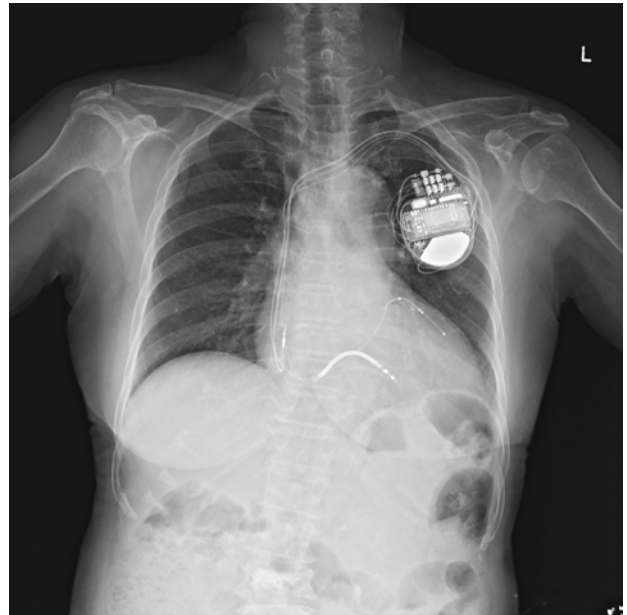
Chest X-ray after cardiac resynchronization therapy with defibrillator (CRT-D) implantation.
